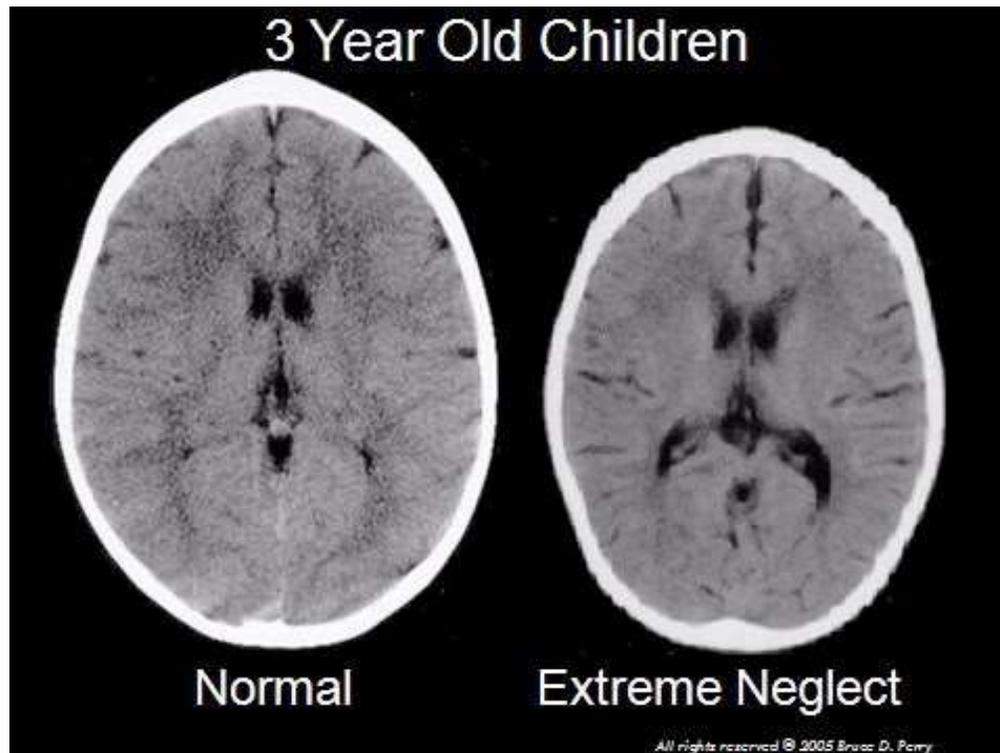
Impacto de la negligencia en el desarrollo del cerebro: Estas imágenes ilustran el impacto de la negligencia en el desarrollo del cerebro. La TC de la izquierda es de un niño sano de tres años con un tamaño de cabeza medio (percentil 50). La imagen de la derecha es de un niño de tres años que ha sufrido una negligencia total durante la primera infancia. El cerebro es significativamente más pequeño que la media y presenta un desarrollo anormal de las estructuras corticales, límbicas y del cerebro medio.
